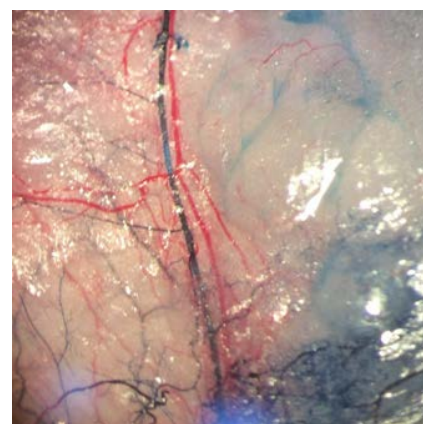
Перфузия артериального русла кожи в границах эпигастрального лоскута intactных животных массой Героты (ув. x 32).
